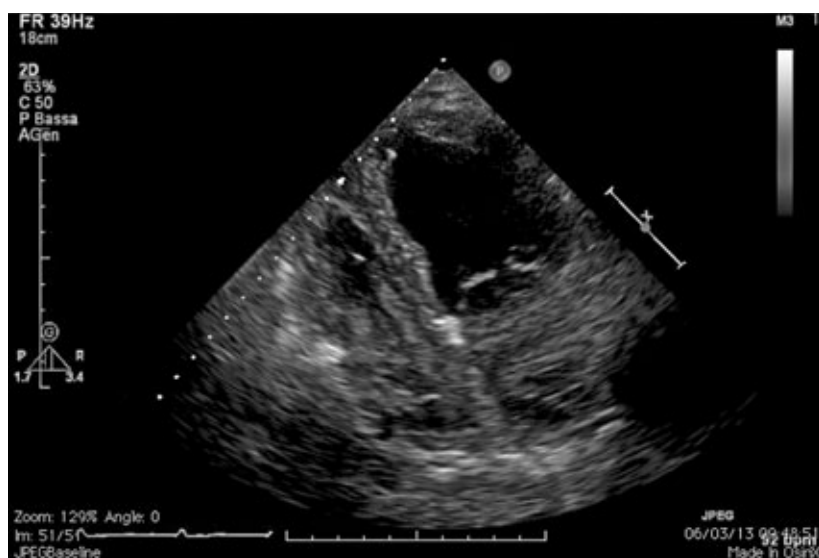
Ecocardiogramma transtoracico: finestra ecocardiografica quattro camere apicale.
